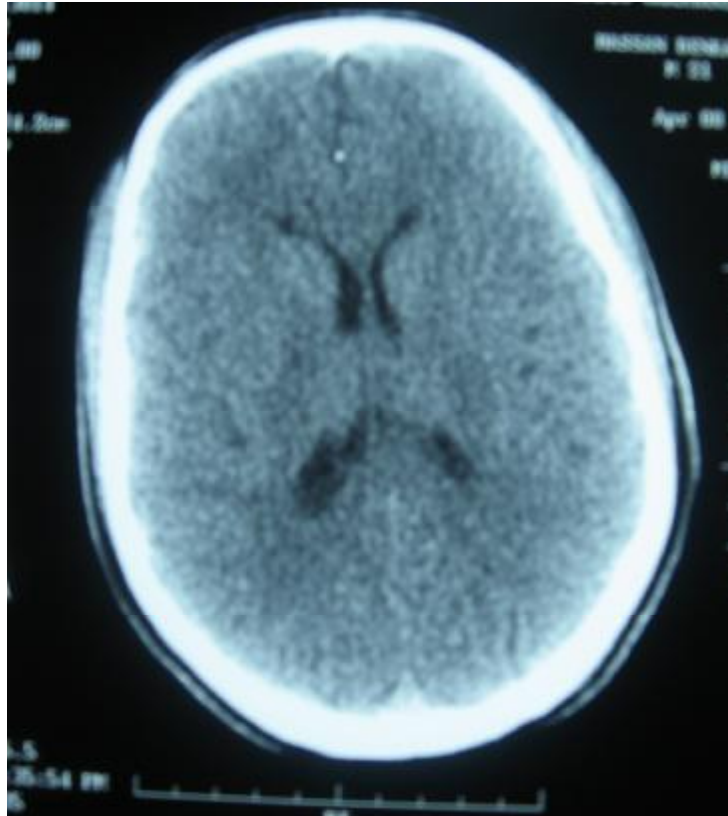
TDM cérébrale d'aspect normal.
